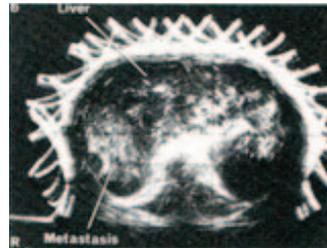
Oberbauch, bi-stabil. Die weißen Zacken entsprechen den Sektorbewegungen (aus: Handbook of Clinical Ultrasound (xx))
